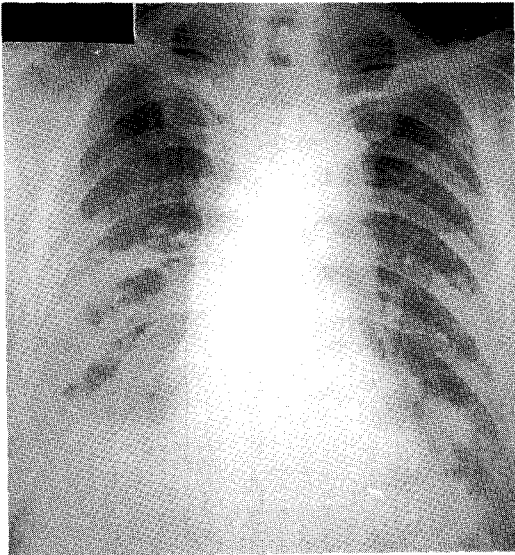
Follow-up chest radiograph obtained 10 days after reusing of amiodarone shows extensive airspace opacities in the both lung fields.
